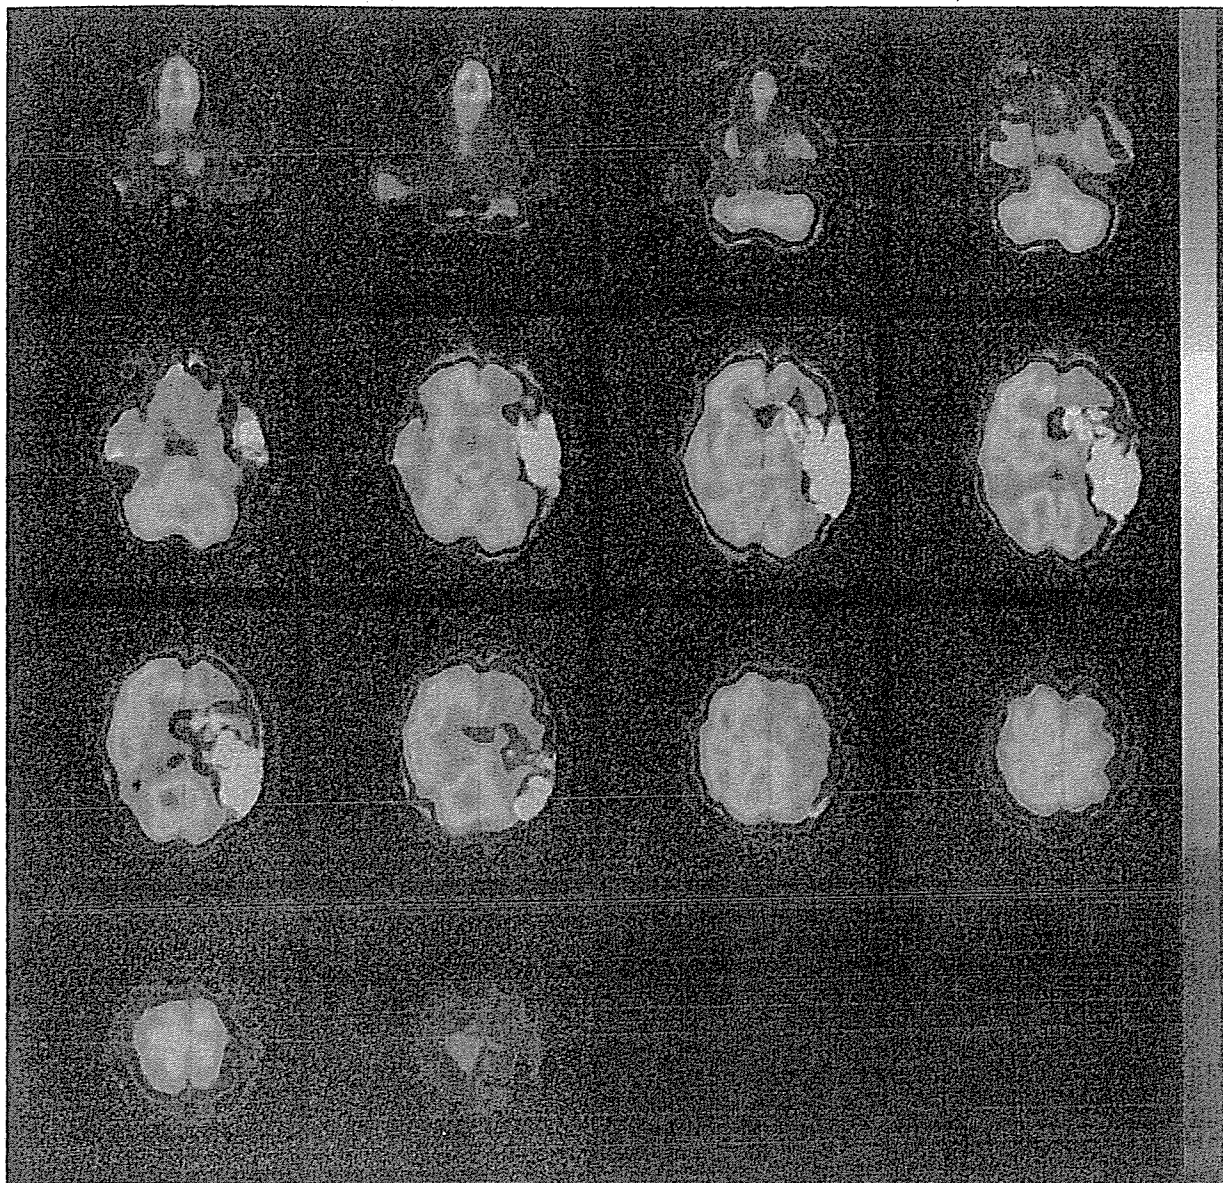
Fusion 画像 (DWI & SPECT) による penumbra の描出血行再建の適応除外例
